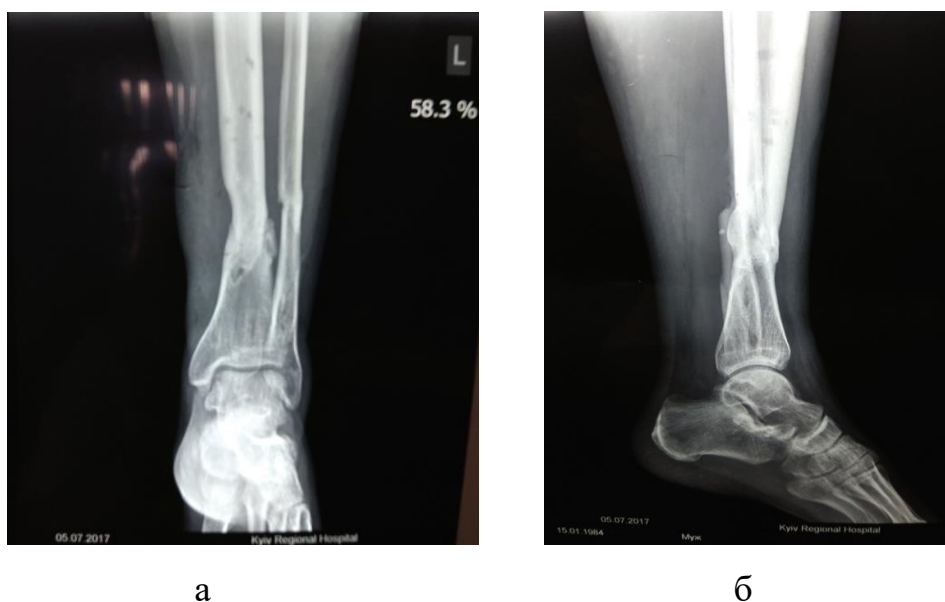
(а, б) – Фотовідбиток рентгенограми через 3 місяці після демонтажу АЗФ
